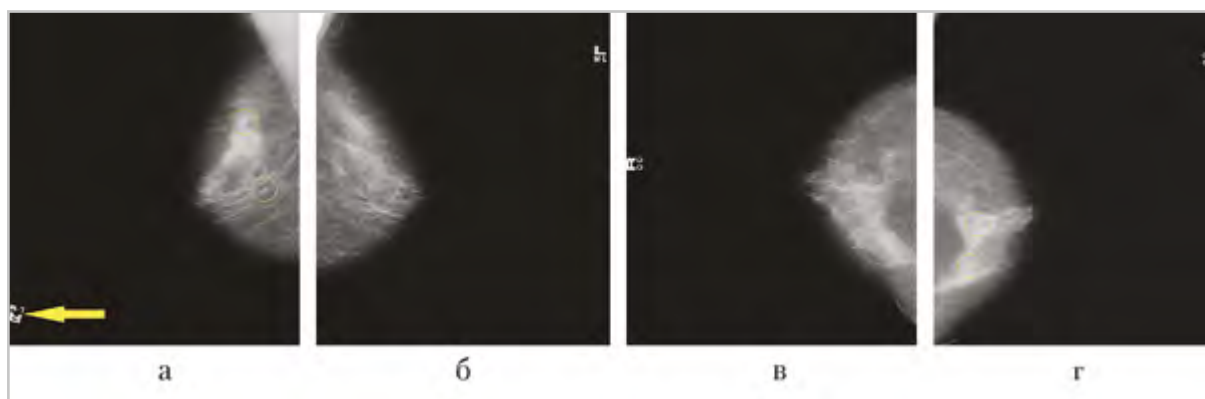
Обзорные маммограммы в 2 стандартных проекциях пациентки Ф., 54 лет: а, б — маммограммы правой и левой молочных желез в косой проекции; в, г — маммограммы правой и левой молочных желез в прямой проекции. Согласно международной классификации BI-RADS, категория представленных маммограмм оценивается как 0, поскольку рентгеновские снимки выполнены с несоблюдением правил укладки и с отсутствием корректной маркировки рентгеновских снимков (невозможно однозначно определить стороны исследования). Маркировка изображений предположительно правой молочной железы в косой проекции расположена неверно, в нижнем углу (стрелка)
